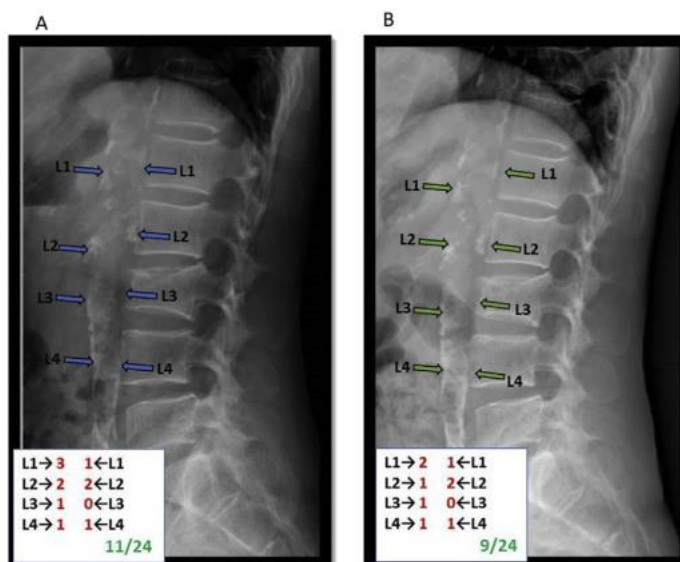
Боковая рентгенография поясничного отдела позвоночника. Видна кальцификация брюшного отдела аорты (общая кальцификация) и приведена оценка по баллам Каупилла до паратиреоидэктомии (А) и через 1 год после операции (В) [57]
